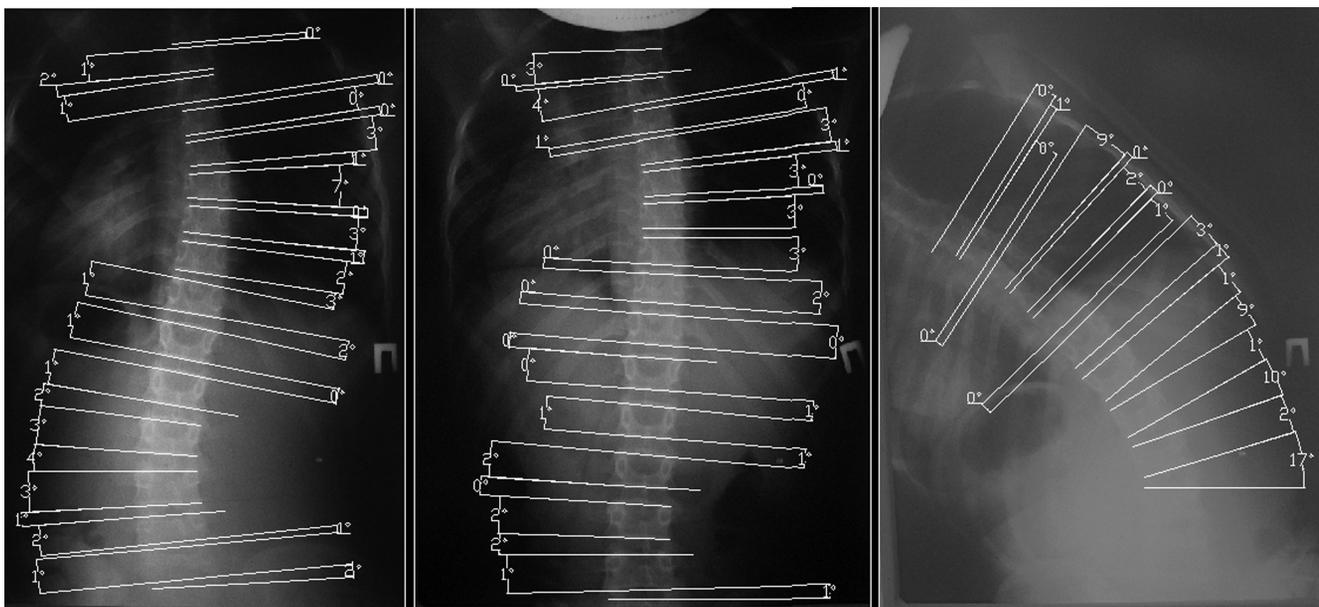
Рентгенограммы в положении «стоя», «лежа» и боковой наклон влево
